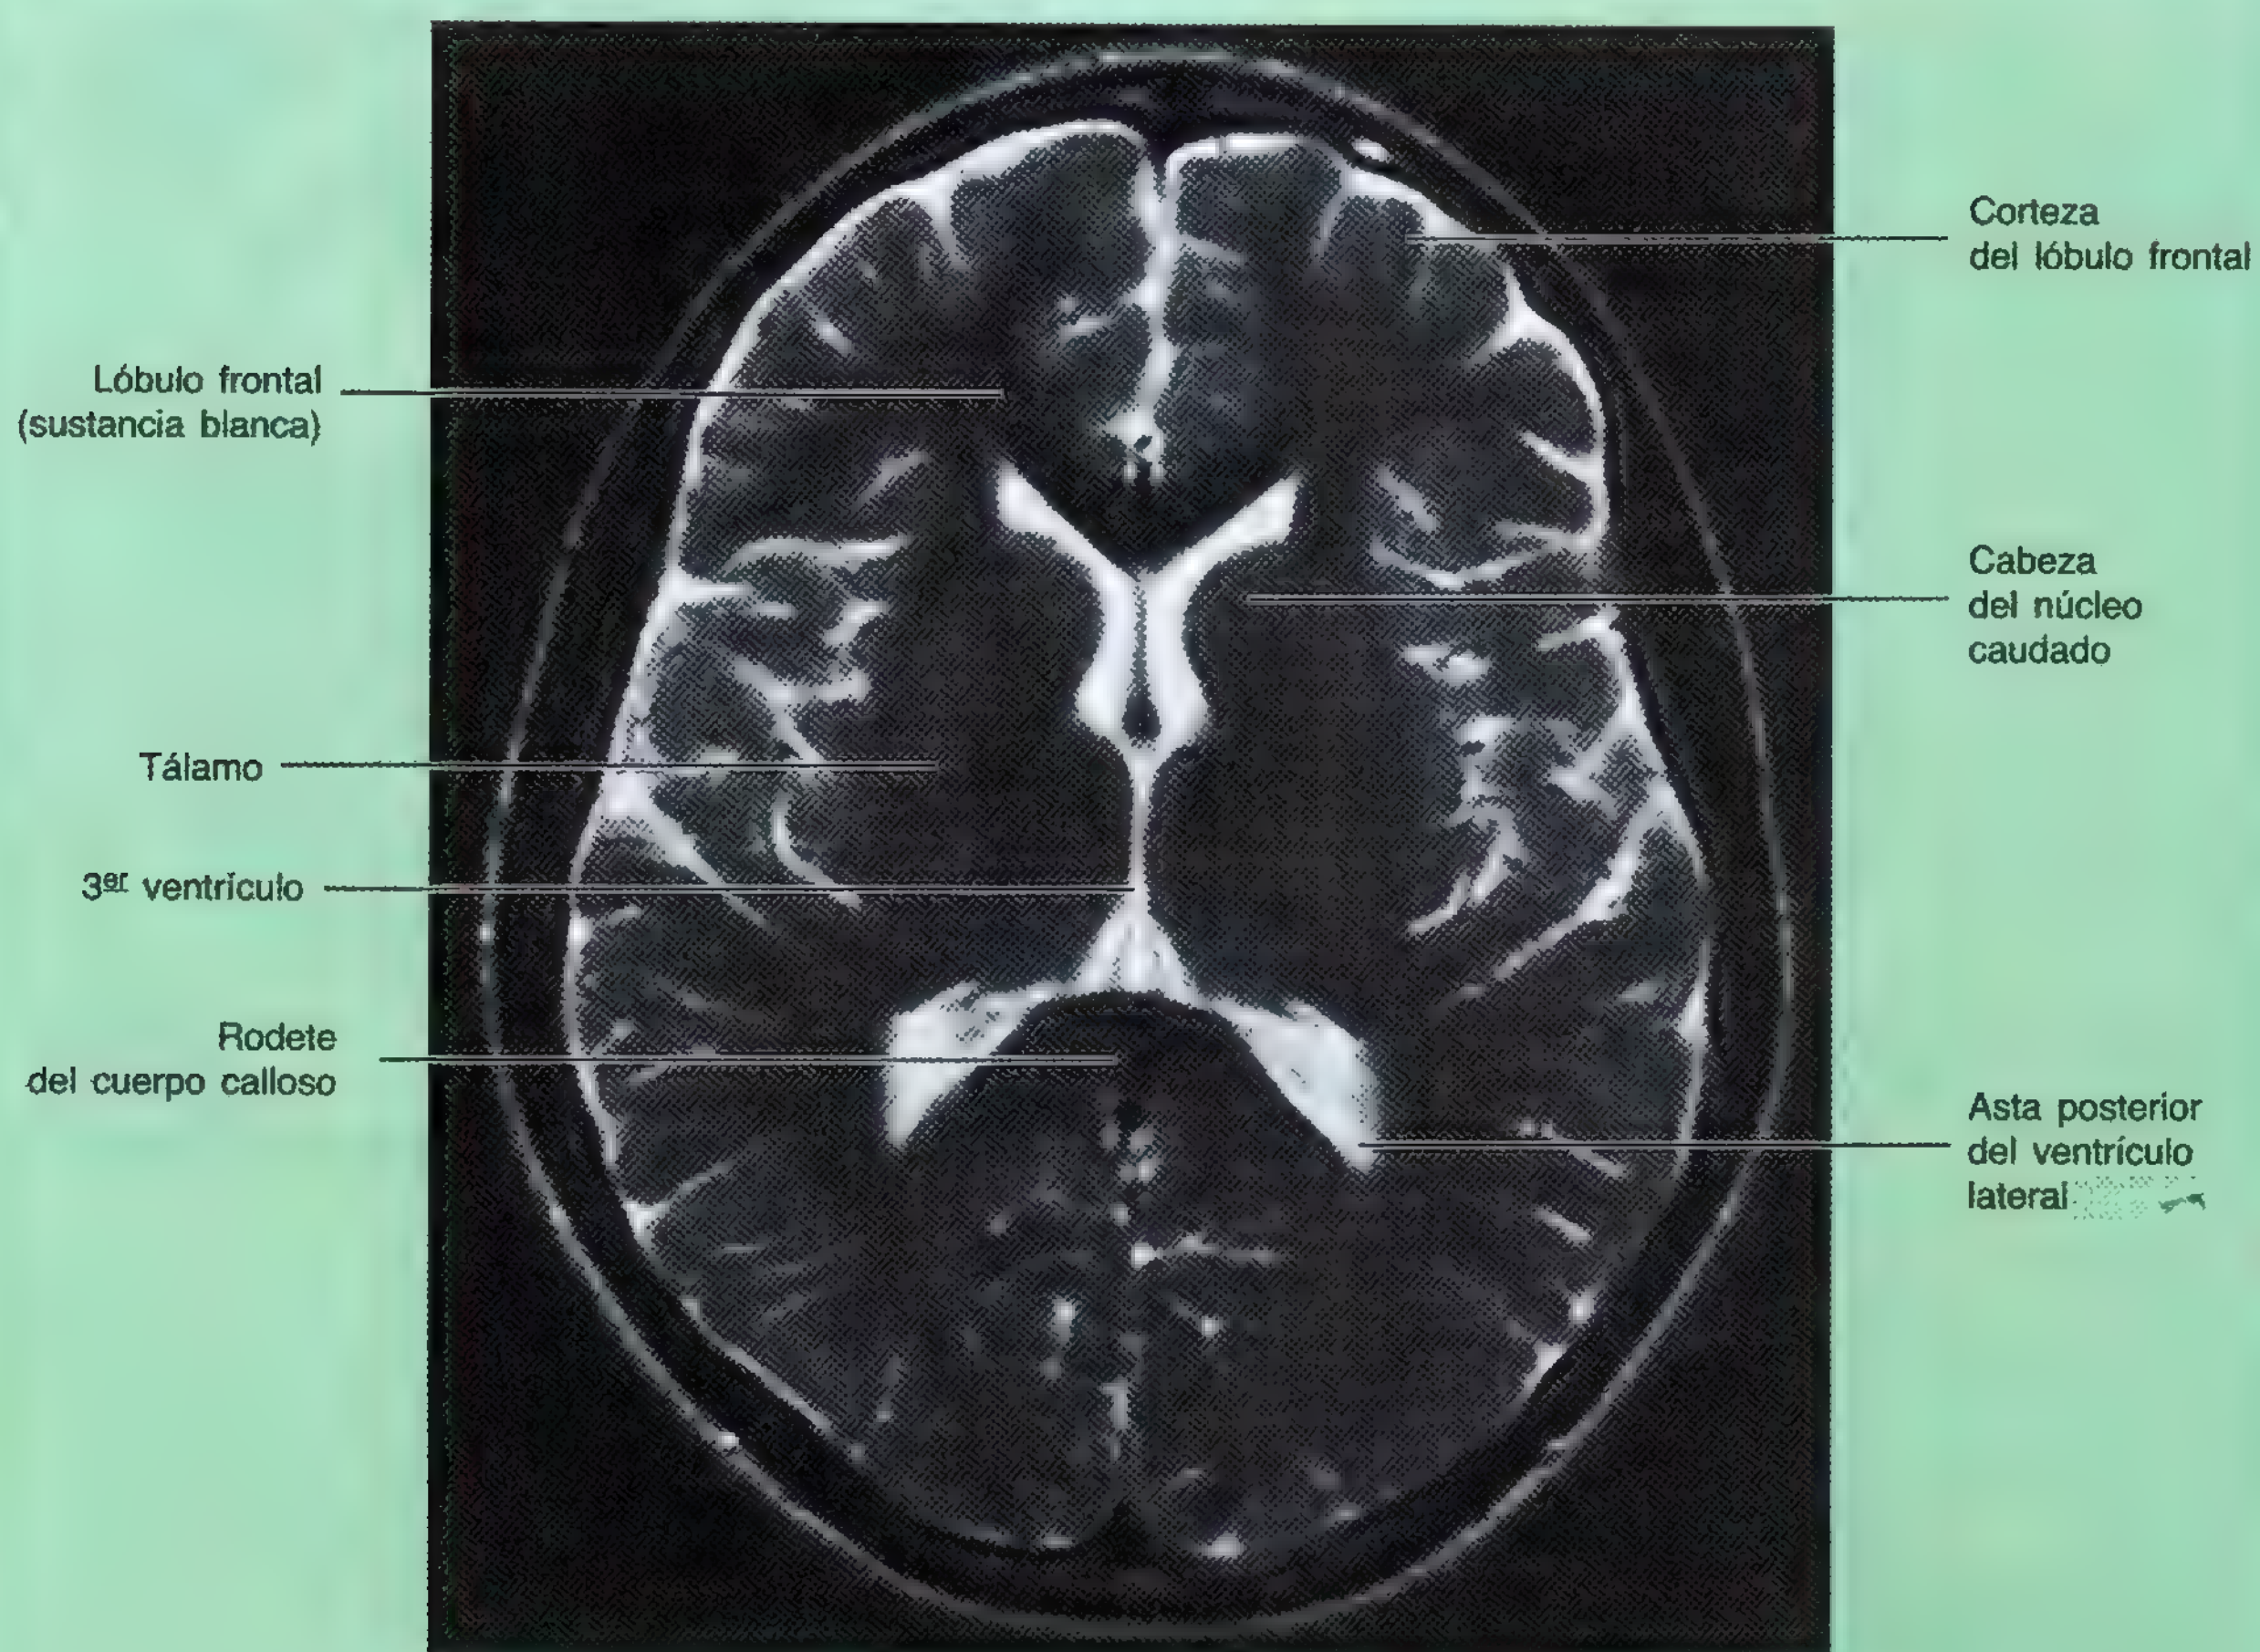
RM transversa de cráneo. Obsérvense el tálamo, el núcleo caudado y las porciones del sistema ventricular, por ejemplo, del 3er ventrículo.
